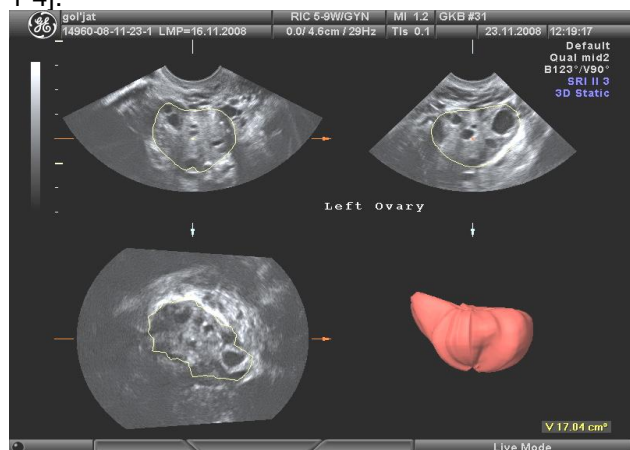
3D-УЗИ. Отображение яичника в режиме объемной реконструкции в 3-х плоскостях сечения (А, В, С). Измерение объема яичника при помощи создания контура в ручном режиме.
